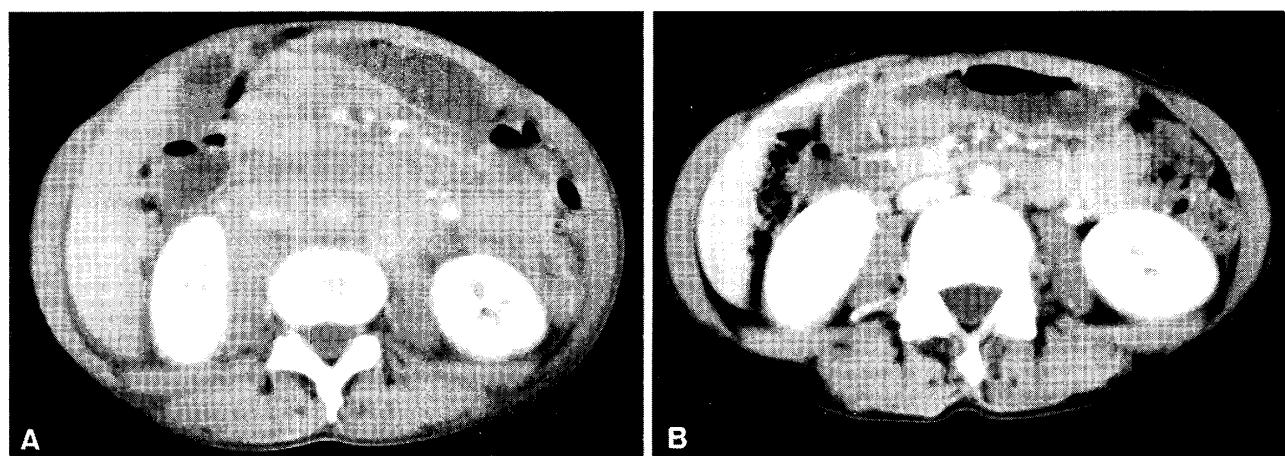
症例2 入院時と自己末梢血幹細胞移植後の腹部CT像
